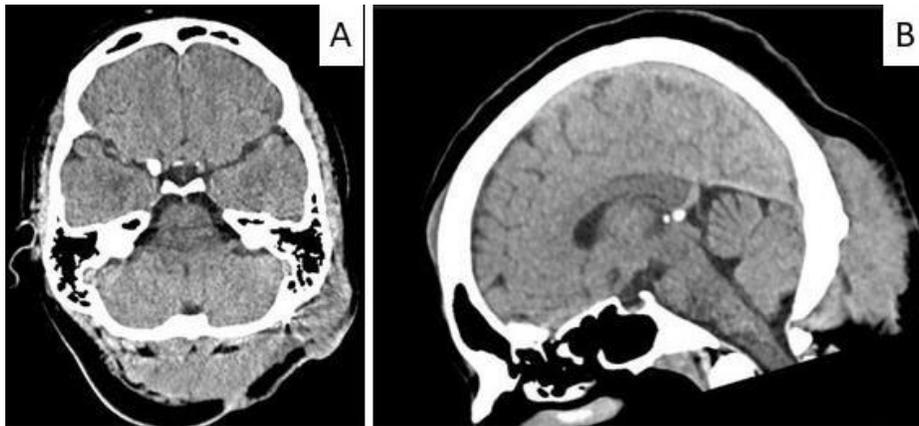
TAC de cráneo A. corte axial B. corte sagital.
